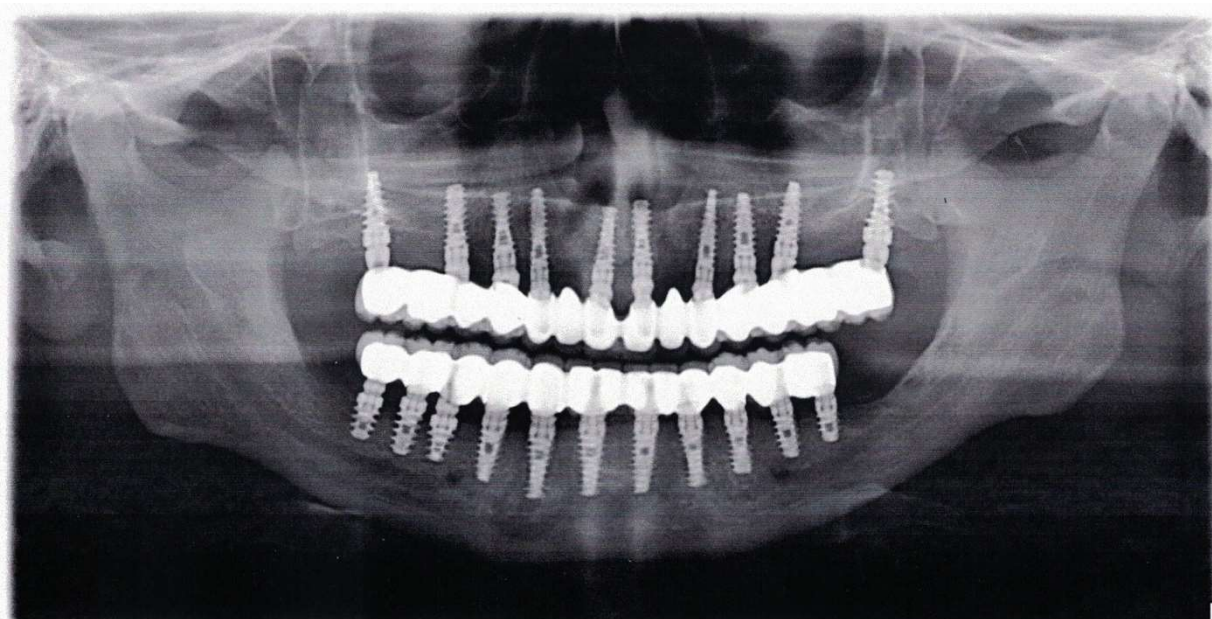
Рентгенографія пацієнта А. через 4 роки після виготовлення незнімних ортопедичних конструкцій з опорою на дентальні імплантати
